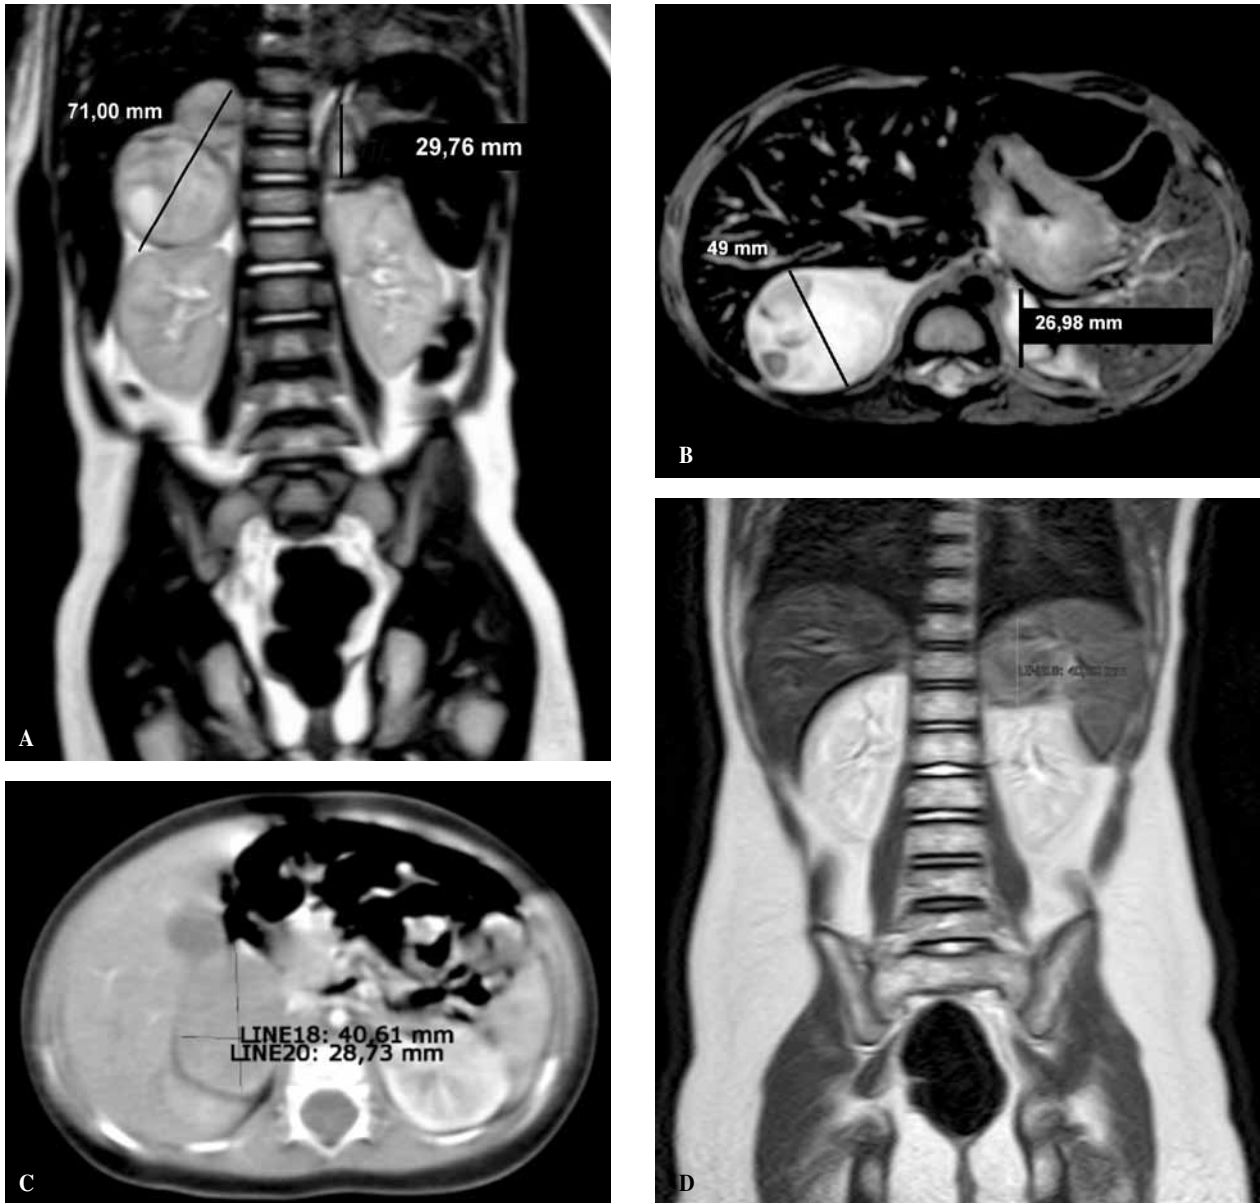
Imágenes de RMN preoperatorios, mostrando la ausencia de factores de riesgo radiológico según la actual clasificación del INGRS. A) RMN de paciente con neuroblastoma suprarrenal bilateral, corte coronal. B) RMN de paciente con neuroblastoma suprarrenal bilateral, corte transversal. C) RMN de niña de 12 meses con neuroblastoma suprarrenal derecho, estadio IVS, corte transversal. D) RMN de niña de 36 meses con neuroblastoma izquierdo, estadio IV, corte coronal.
